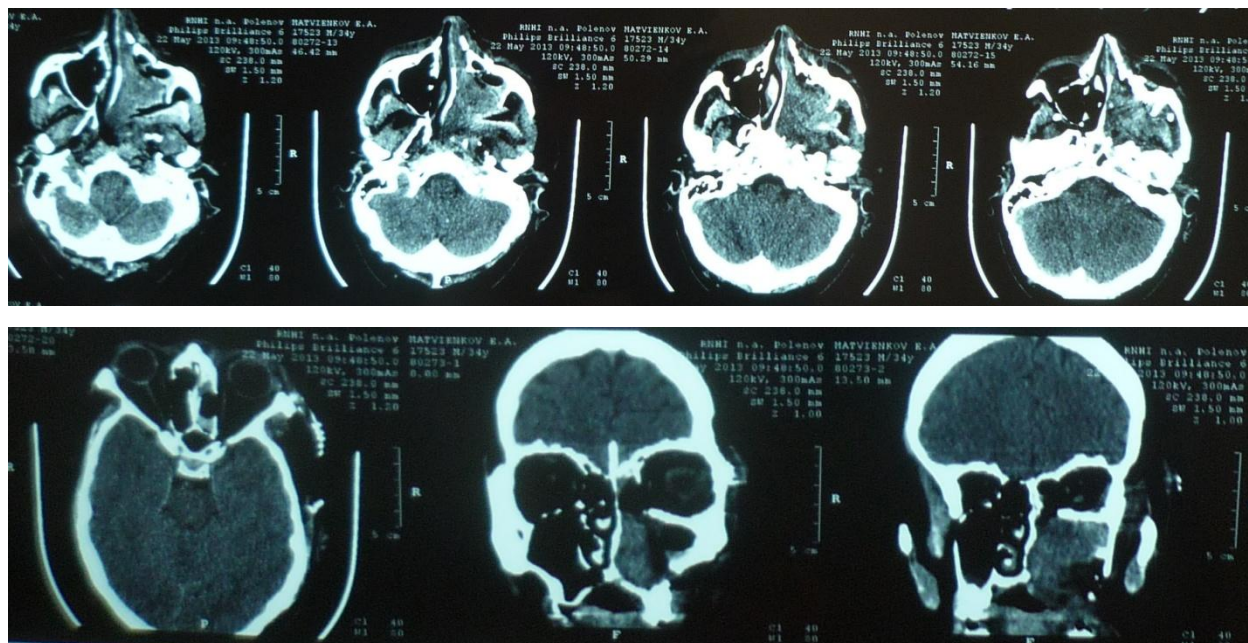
Пациент М., 19.12.1978 г.р. МРТ головы в коронарной (сверху) и аксиальной (снизу) плоскости после операции
